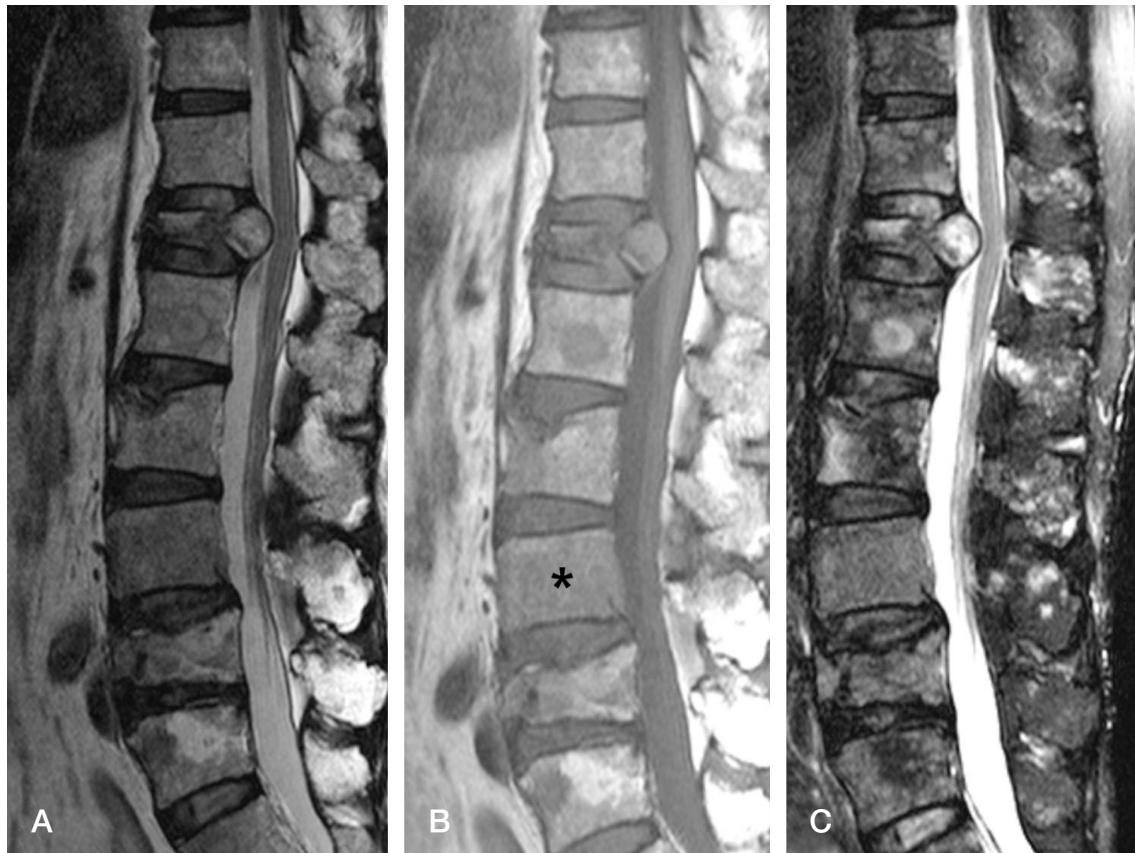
Radiographic characteristics for differential diagnosis of osteoporotic spinal fractures with pathologic fractures. A 52-year-old man presenting multiple compression fractures. T2 weighted (A), T1 weighted (B) and T2 fat suppression (C) images show multiple spinal fractures with posterior bulging of the vertebral body, involvement of the posterior column, and decreased signal intensity of the marrow compared to the intervertebral disc (*) in the T1 weighted image.
